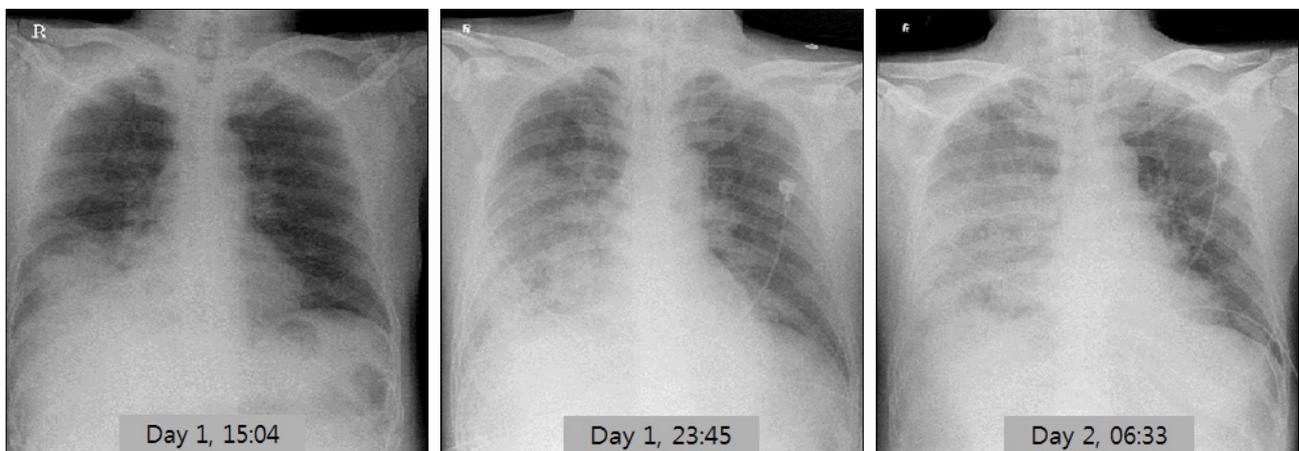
Progressive haziness on chest X-rays was initially restricted to the right lower lung.
